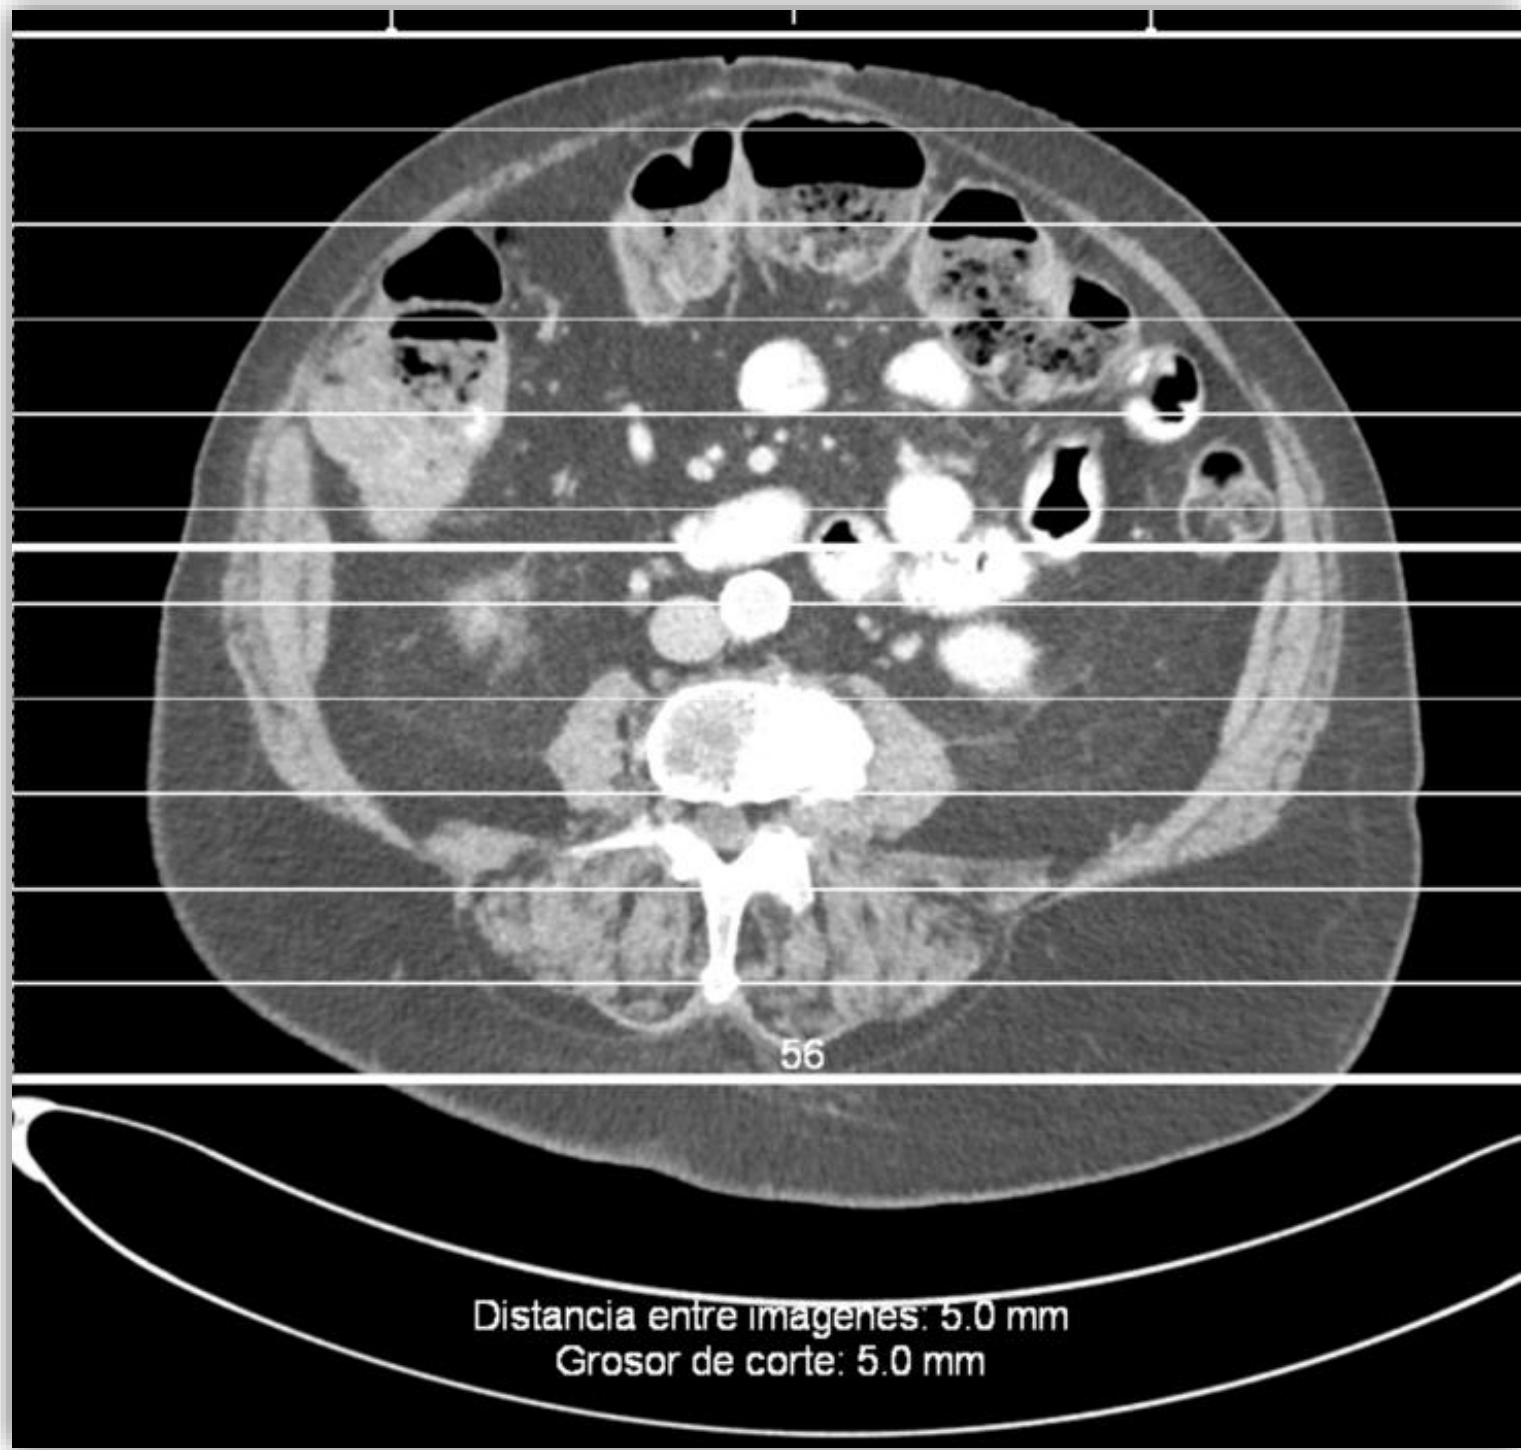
Imágenes TAC pre-IQ
